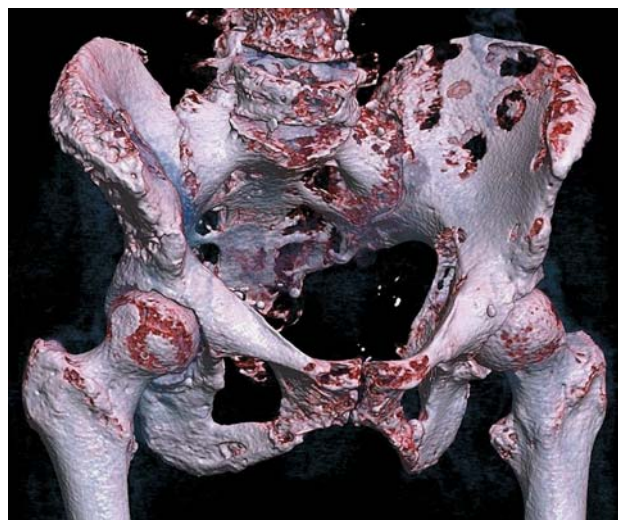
3D-визуализированная компьютерная томография костных метастазов в тазовой кости.
